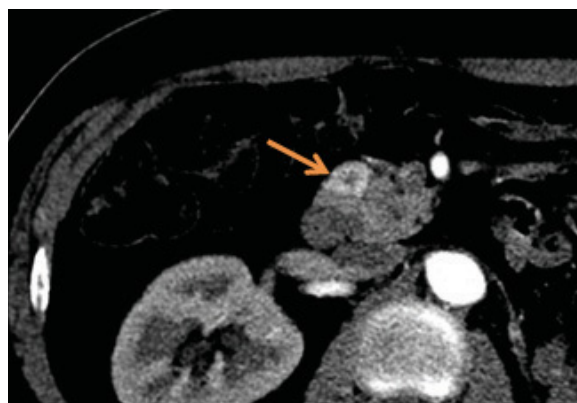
The area of the pathological focus according to PET-CT with FDG: а – CT, arterial phase, б – CT, venous phase; в – PET with radiopharmaceutical FDG.
